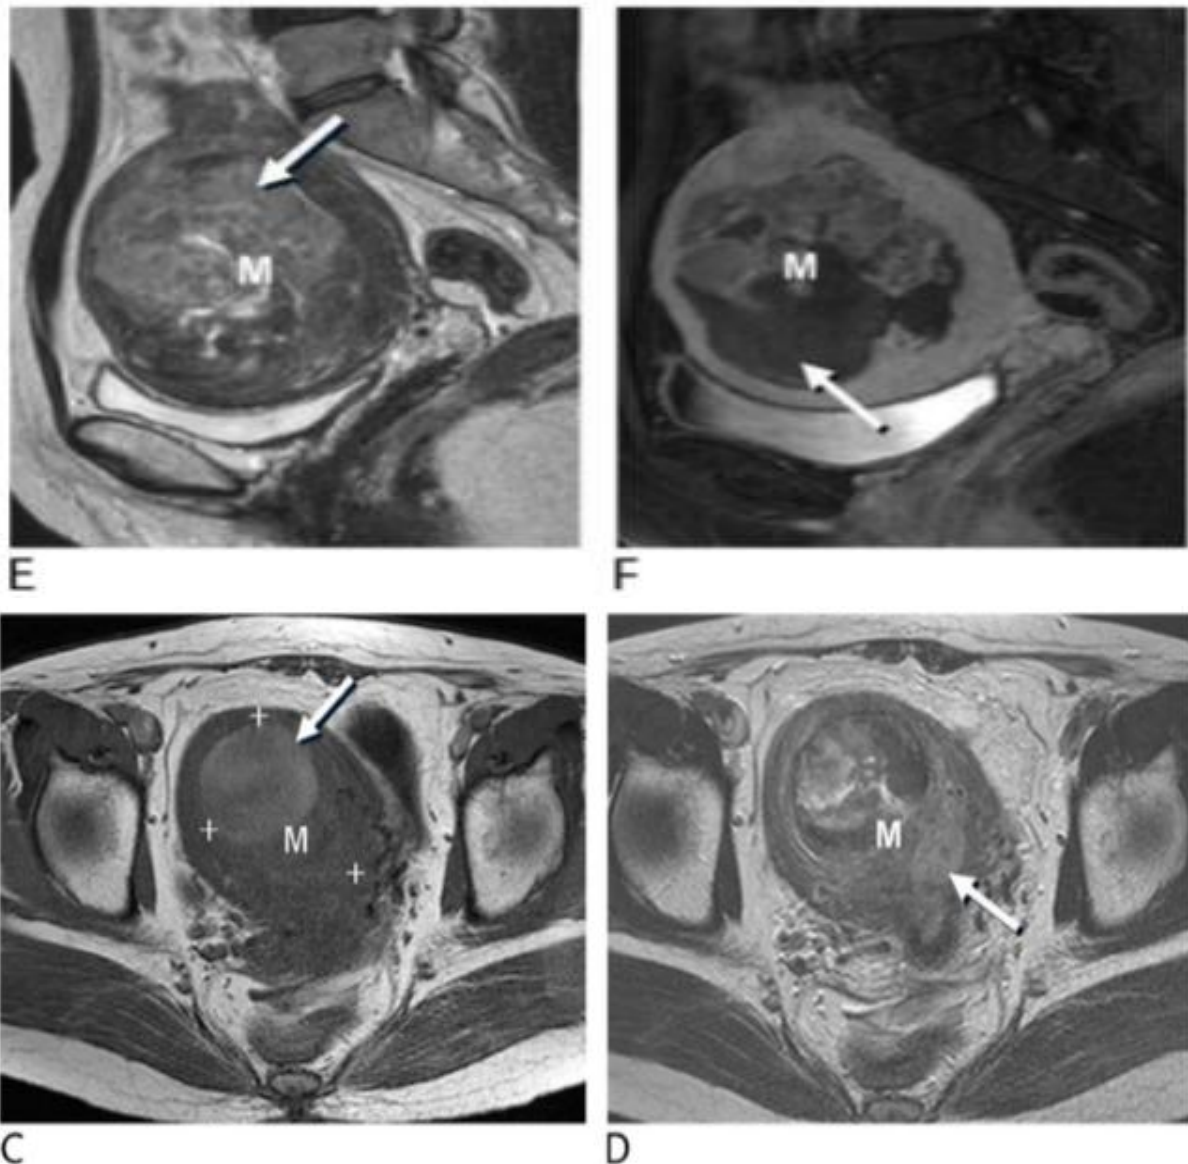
Léiomyosarcome chez une femme de 50 ans. C, l'IRM pondérée en T1 axiale montre une masse avec une intensité de signal élevée (flèche), manifestant une hémorragie. L'IRM pondérée en T2 axiale (D) et sagittale (E) montre une grande masse hétérogène (M) avec une partie solide à haute intensité de signal (flèche). F, IRM sagittale pondérée en T1 rehaussée montre une masse rehaussée (M) avec une partie sans rehaussement (flèche) manifestant une nécrose. [158]
